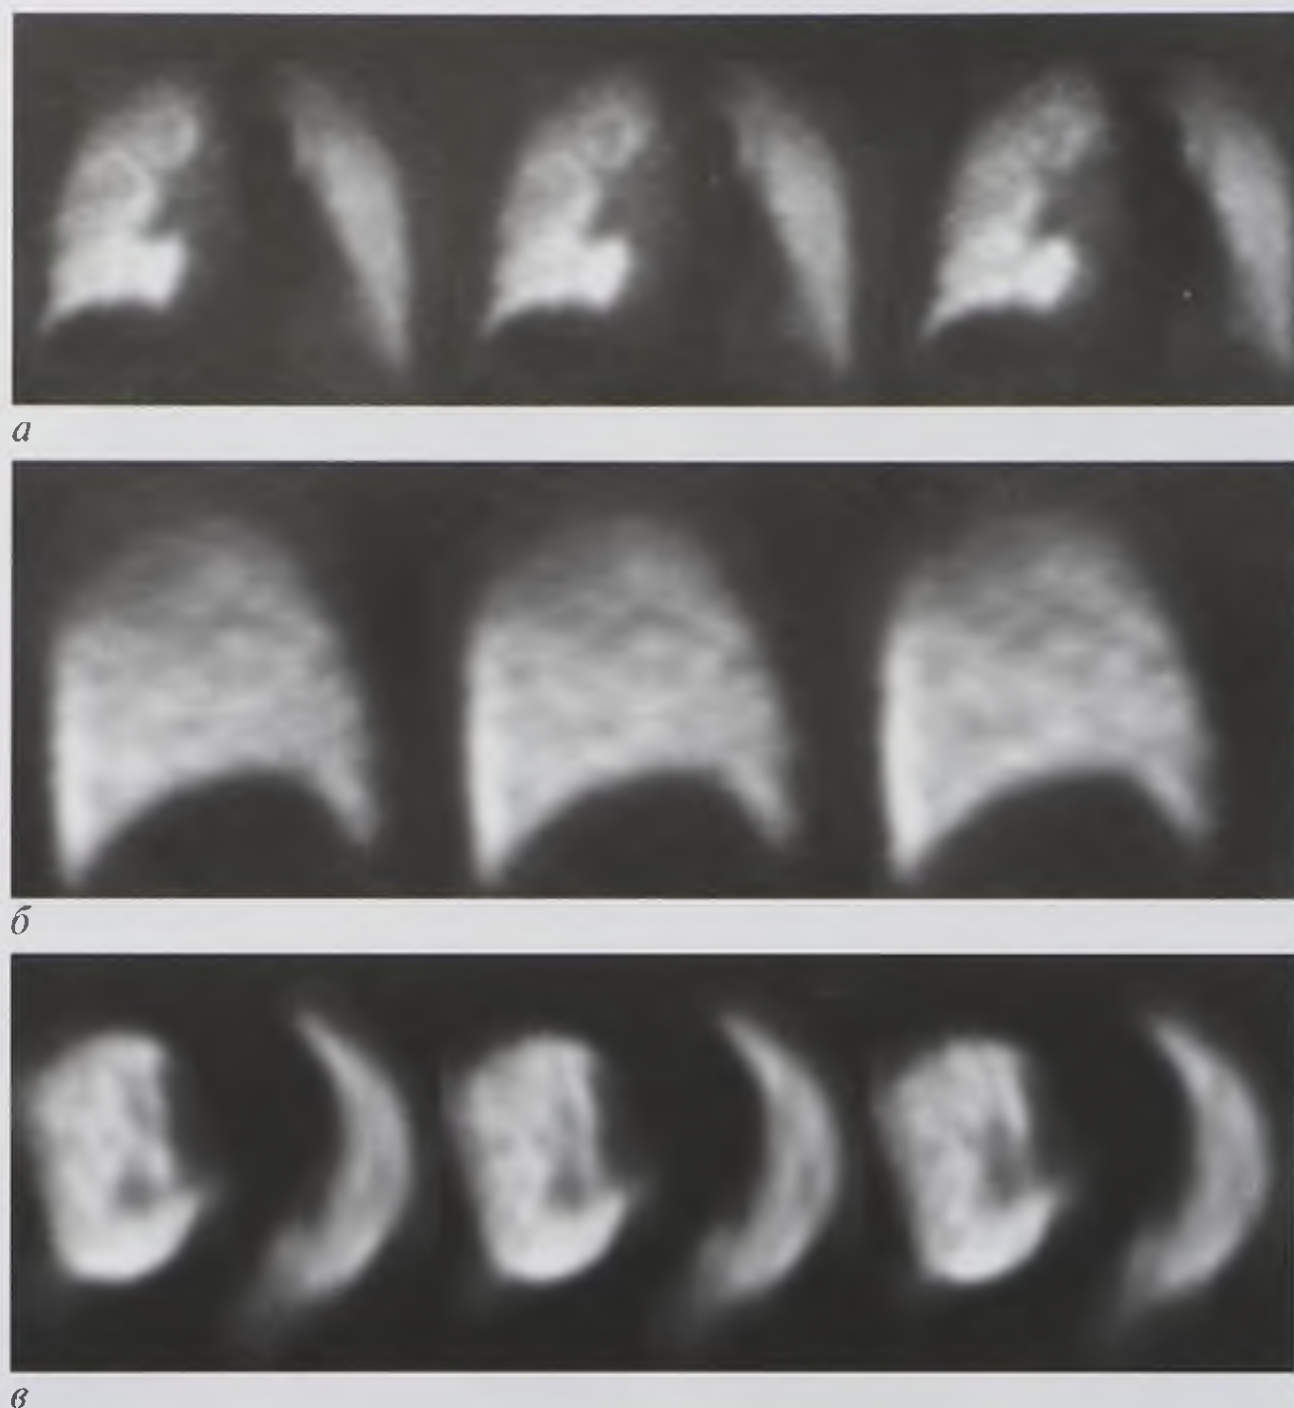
Серии перфузионных однофотонных эмиссионных компьютерных томограмм легких во фронтальной (а), сагиттальной (б) и аксиальной (в) плоскостях
